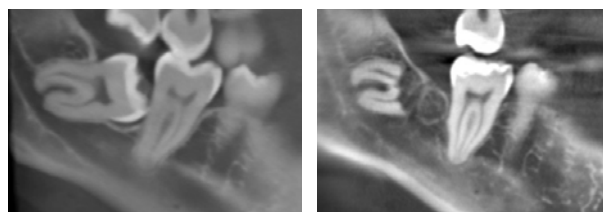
КТ до лечения и через 3 года после операции
